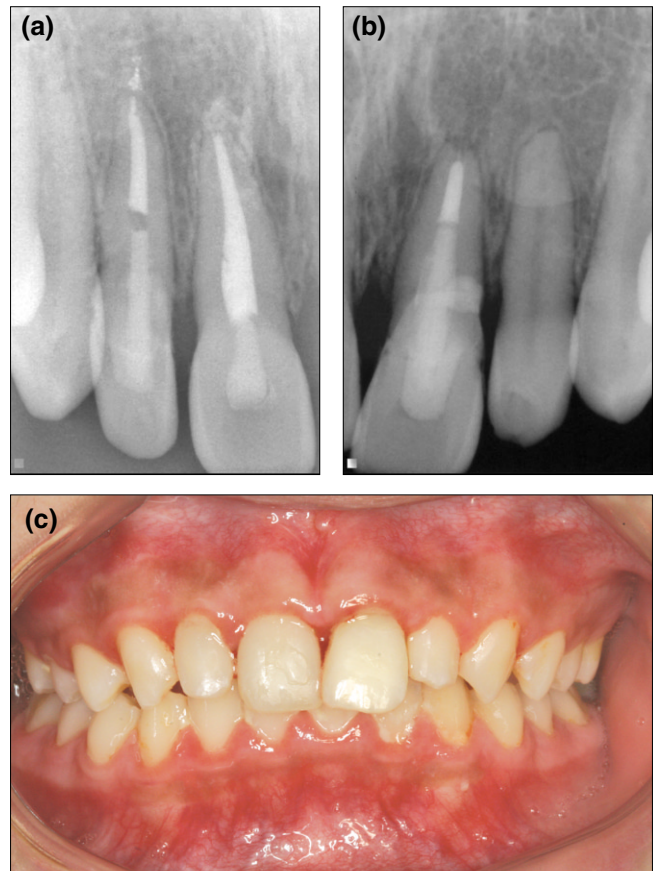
Radiographs and intraoral photograph 1 year after trauma. The bleeding and swelling of gingival papilla was still observed. The maxillary left central incisor was moved more labially.
